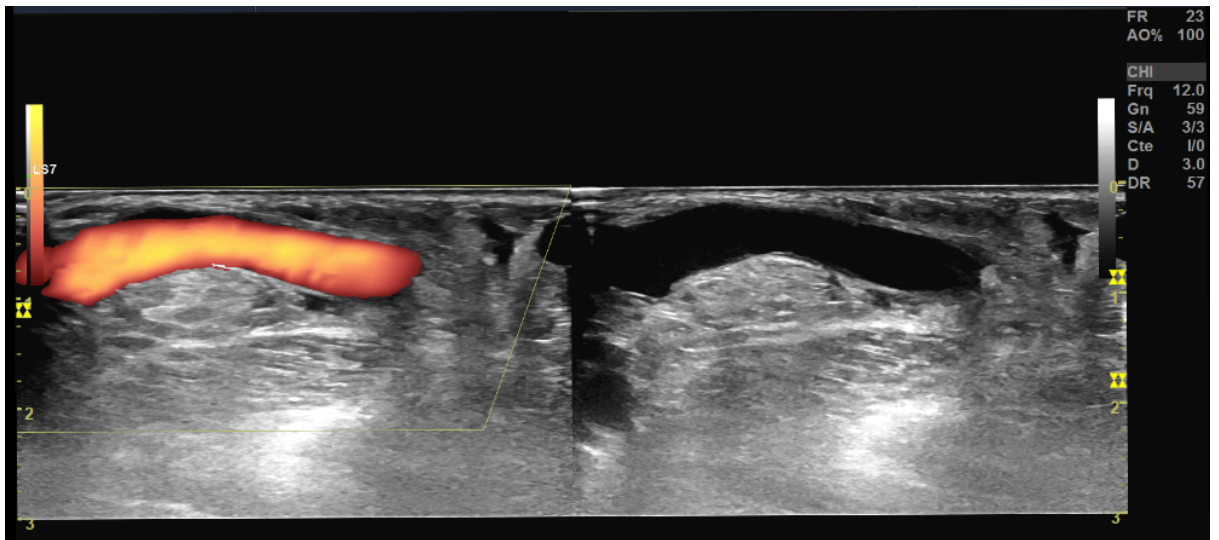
Échodoppler en mode B et énergie montre le rétablissement du calibre de la veine
